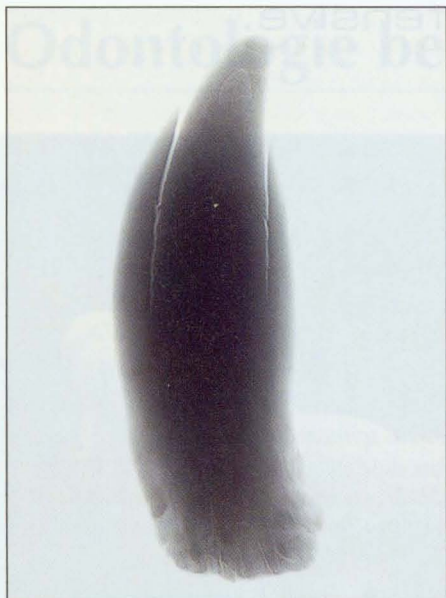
Röntgenbild (40 KV, 45 Min.) eines Pottwalzahnes mit Kernzähnen
